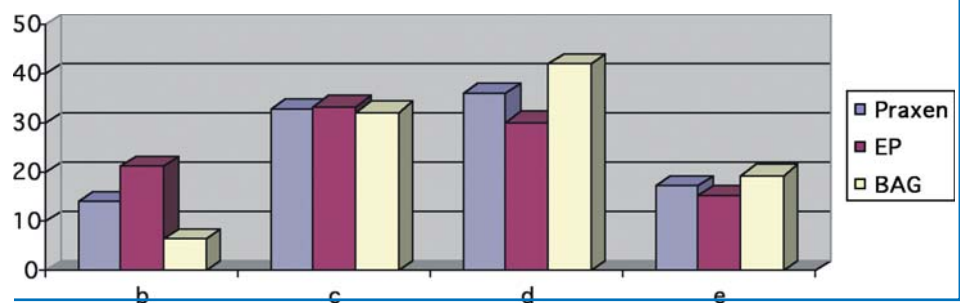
Röntgenleistungen.
